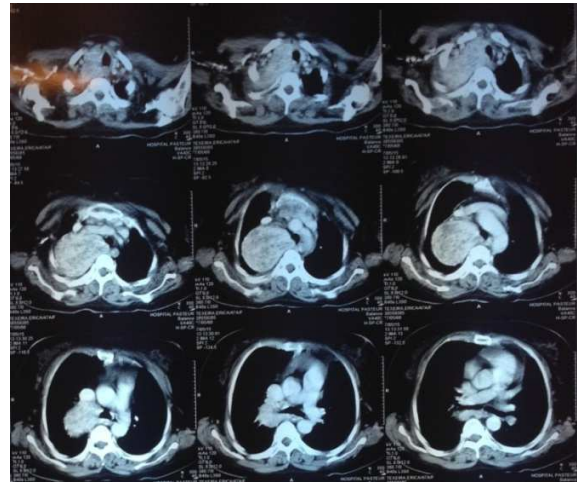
Tomografía computada de tórax. Se observa masa originada en lóbulo tiroideo derecho que ocupa mediastino posterior, desplaza la tráquea hacia la izquierda y desciende por debajo del cayado aórtico, por detrás de la vena cava inferior.
